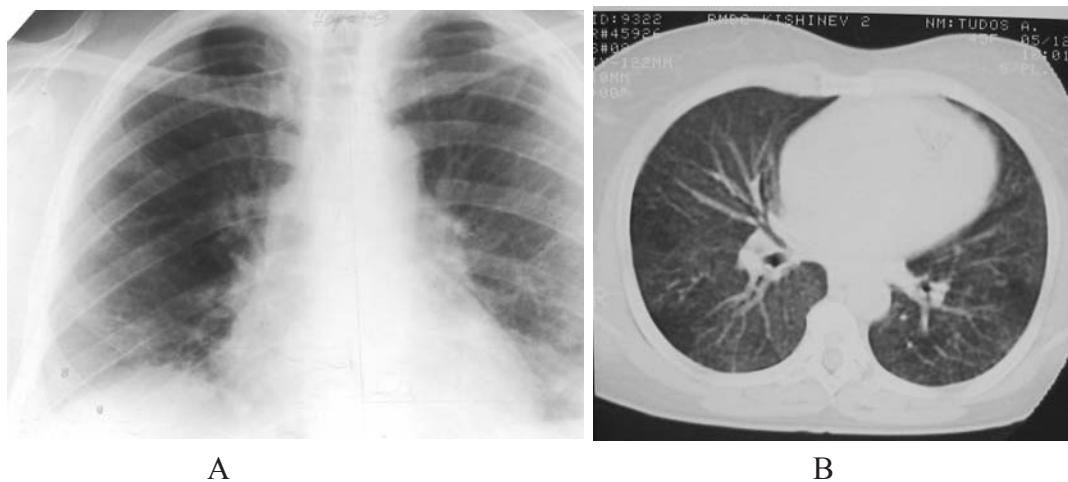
Radiografia (A) unui pacient de 45 de ani cu NSIP prezintă opacități „sticlă mată” și un pattern reticular, în ambii pulmoni predominant periferic. HRCT (B) confirmă pattern-ul radiologic „sticlă mată,” difuz răspândit în ambii pulmoni
